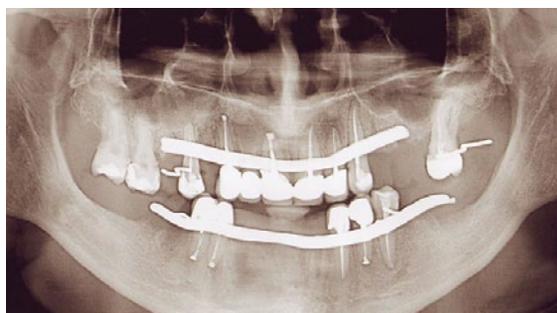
Ортопантомограмма через 3 месяца после реплантации
